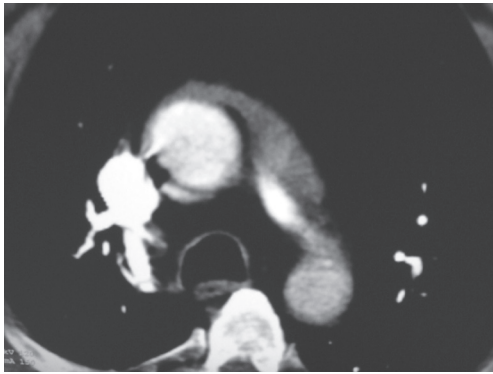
Tomografia computadorizada de tórax, com contraste, evidenciando acúmulo de sangue junto ao arco aórtico.
